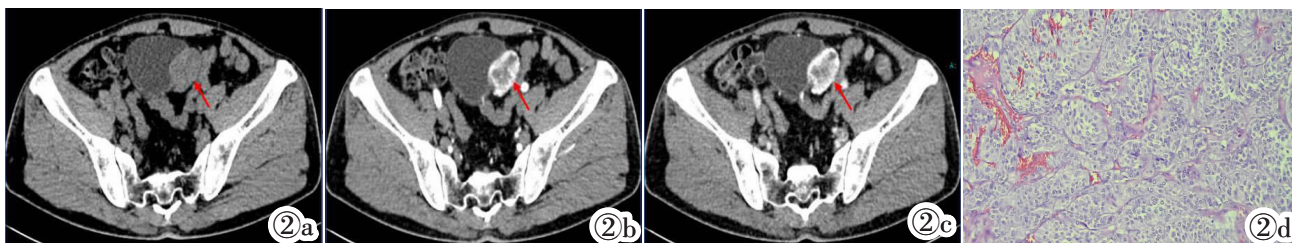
PUB(红色箭示肿瘤)。图 2a: CT 平扫轴位图像示膀胱左侧壁旁椭圆形软组织密度占位, 边界清。图 2b: CT 动脉期轴位图像示膀胱肿块明显不均匀强化。图 2c: CT 静脉期轴位图像示静脉期实性部分进一步强化。图 2d: 膀胱肿瘤光镜下呈巢状结构, 细胞巢之间见纤细的血管网分隔, 瘤细胞胞浆嗜酸性 (HE)。
